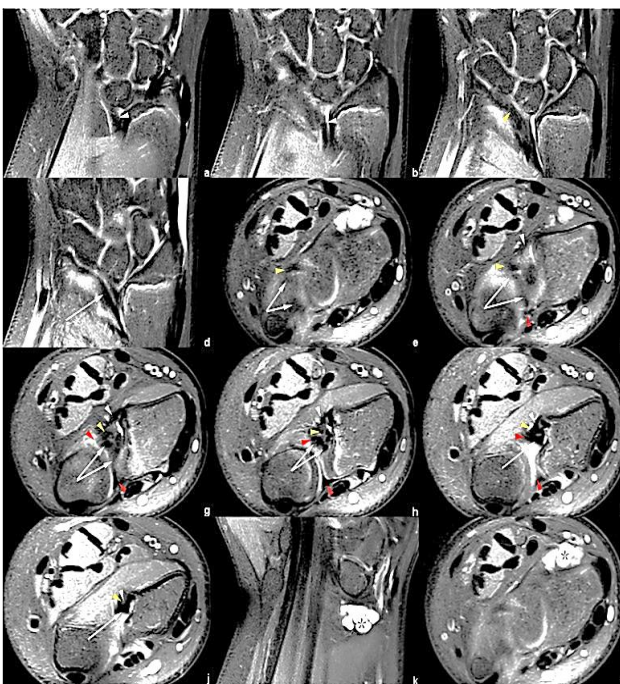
MRI cổ tay trái của người bệnh. a-d: Hình ảnh Coronal PDWI-FS hiển thị VL (đầu mũi tên trắng), RTL (đầu mũi tên màu vàng) và CD (mũi tên trắng). e-j: Hình ảnh axial PDWI-FS
